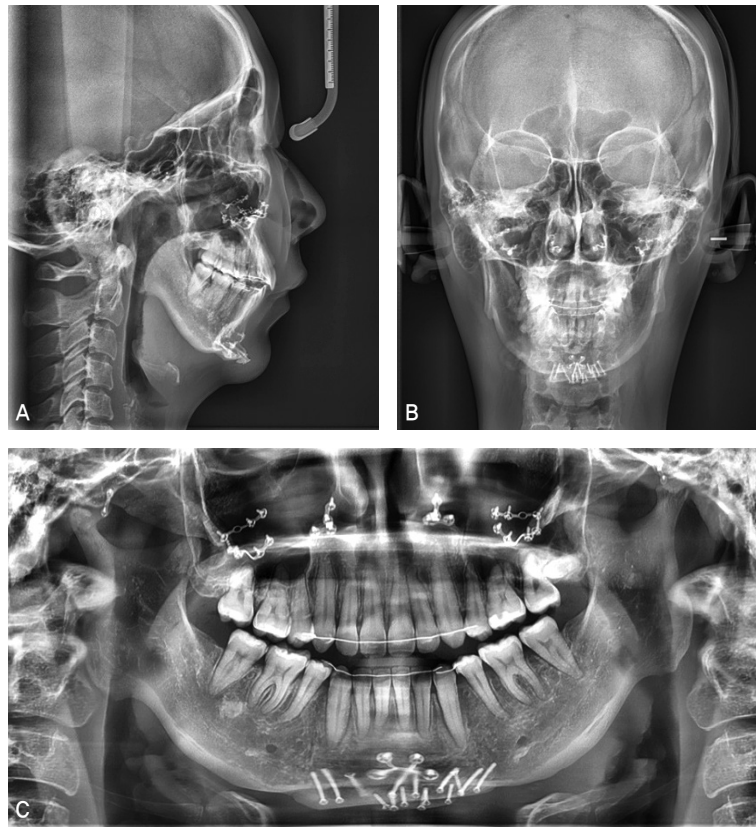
Posttreatment cephalograms (A, B) and a panoramic radiograph (C).
